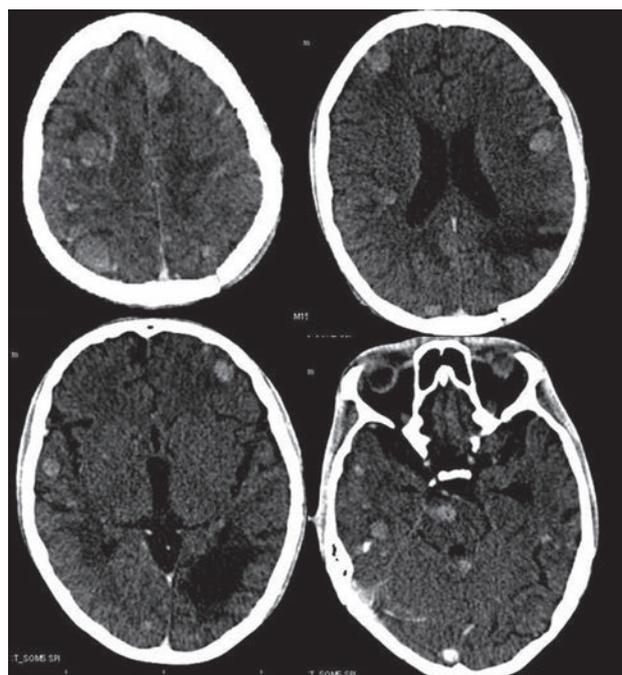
TAC de cráneo simple de control, donde se observan múltiples lesiones hiperdensas, redondeadas, diseminadas por todo el parénquima, con moderado edema cerebral circundante.
